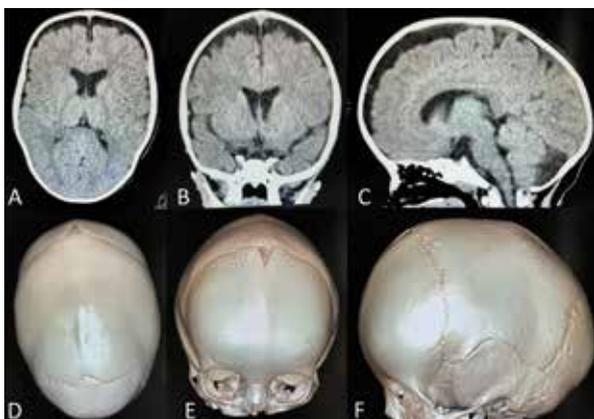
Tomografía cerebral sin contraste y Reconstrucción 3D. A. corte axial cerebral, B. corte coronal cerebral, C. corte sagital cerebral, D. vista superior craneal, E. vista frontal craneal, F. Vista lateral craneal.
